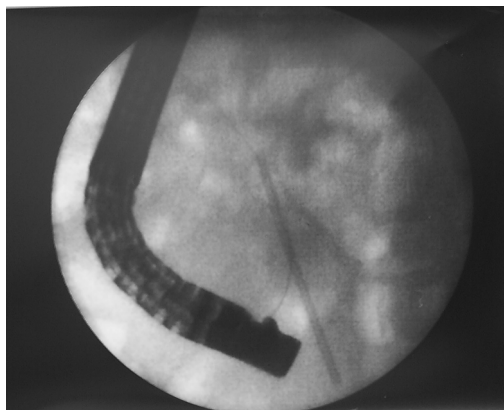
Позиция стента вирзунгова протока при рентгеноскопии.
